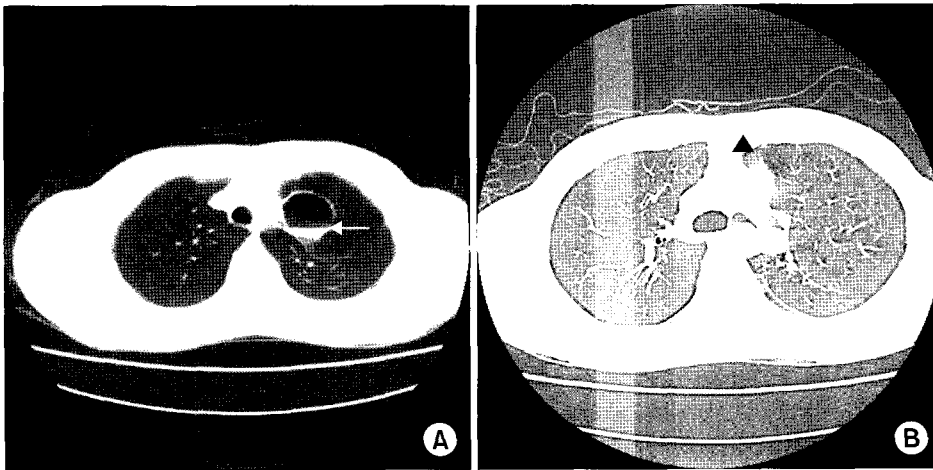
(A) Chest CT scan demonstrates a cystic mass with air-fluid level (arrow). (B) Chest CT scan shows lung interposition (arrowhead) between the aorta and the pulmonary artery, indicating the pericardial defect.
